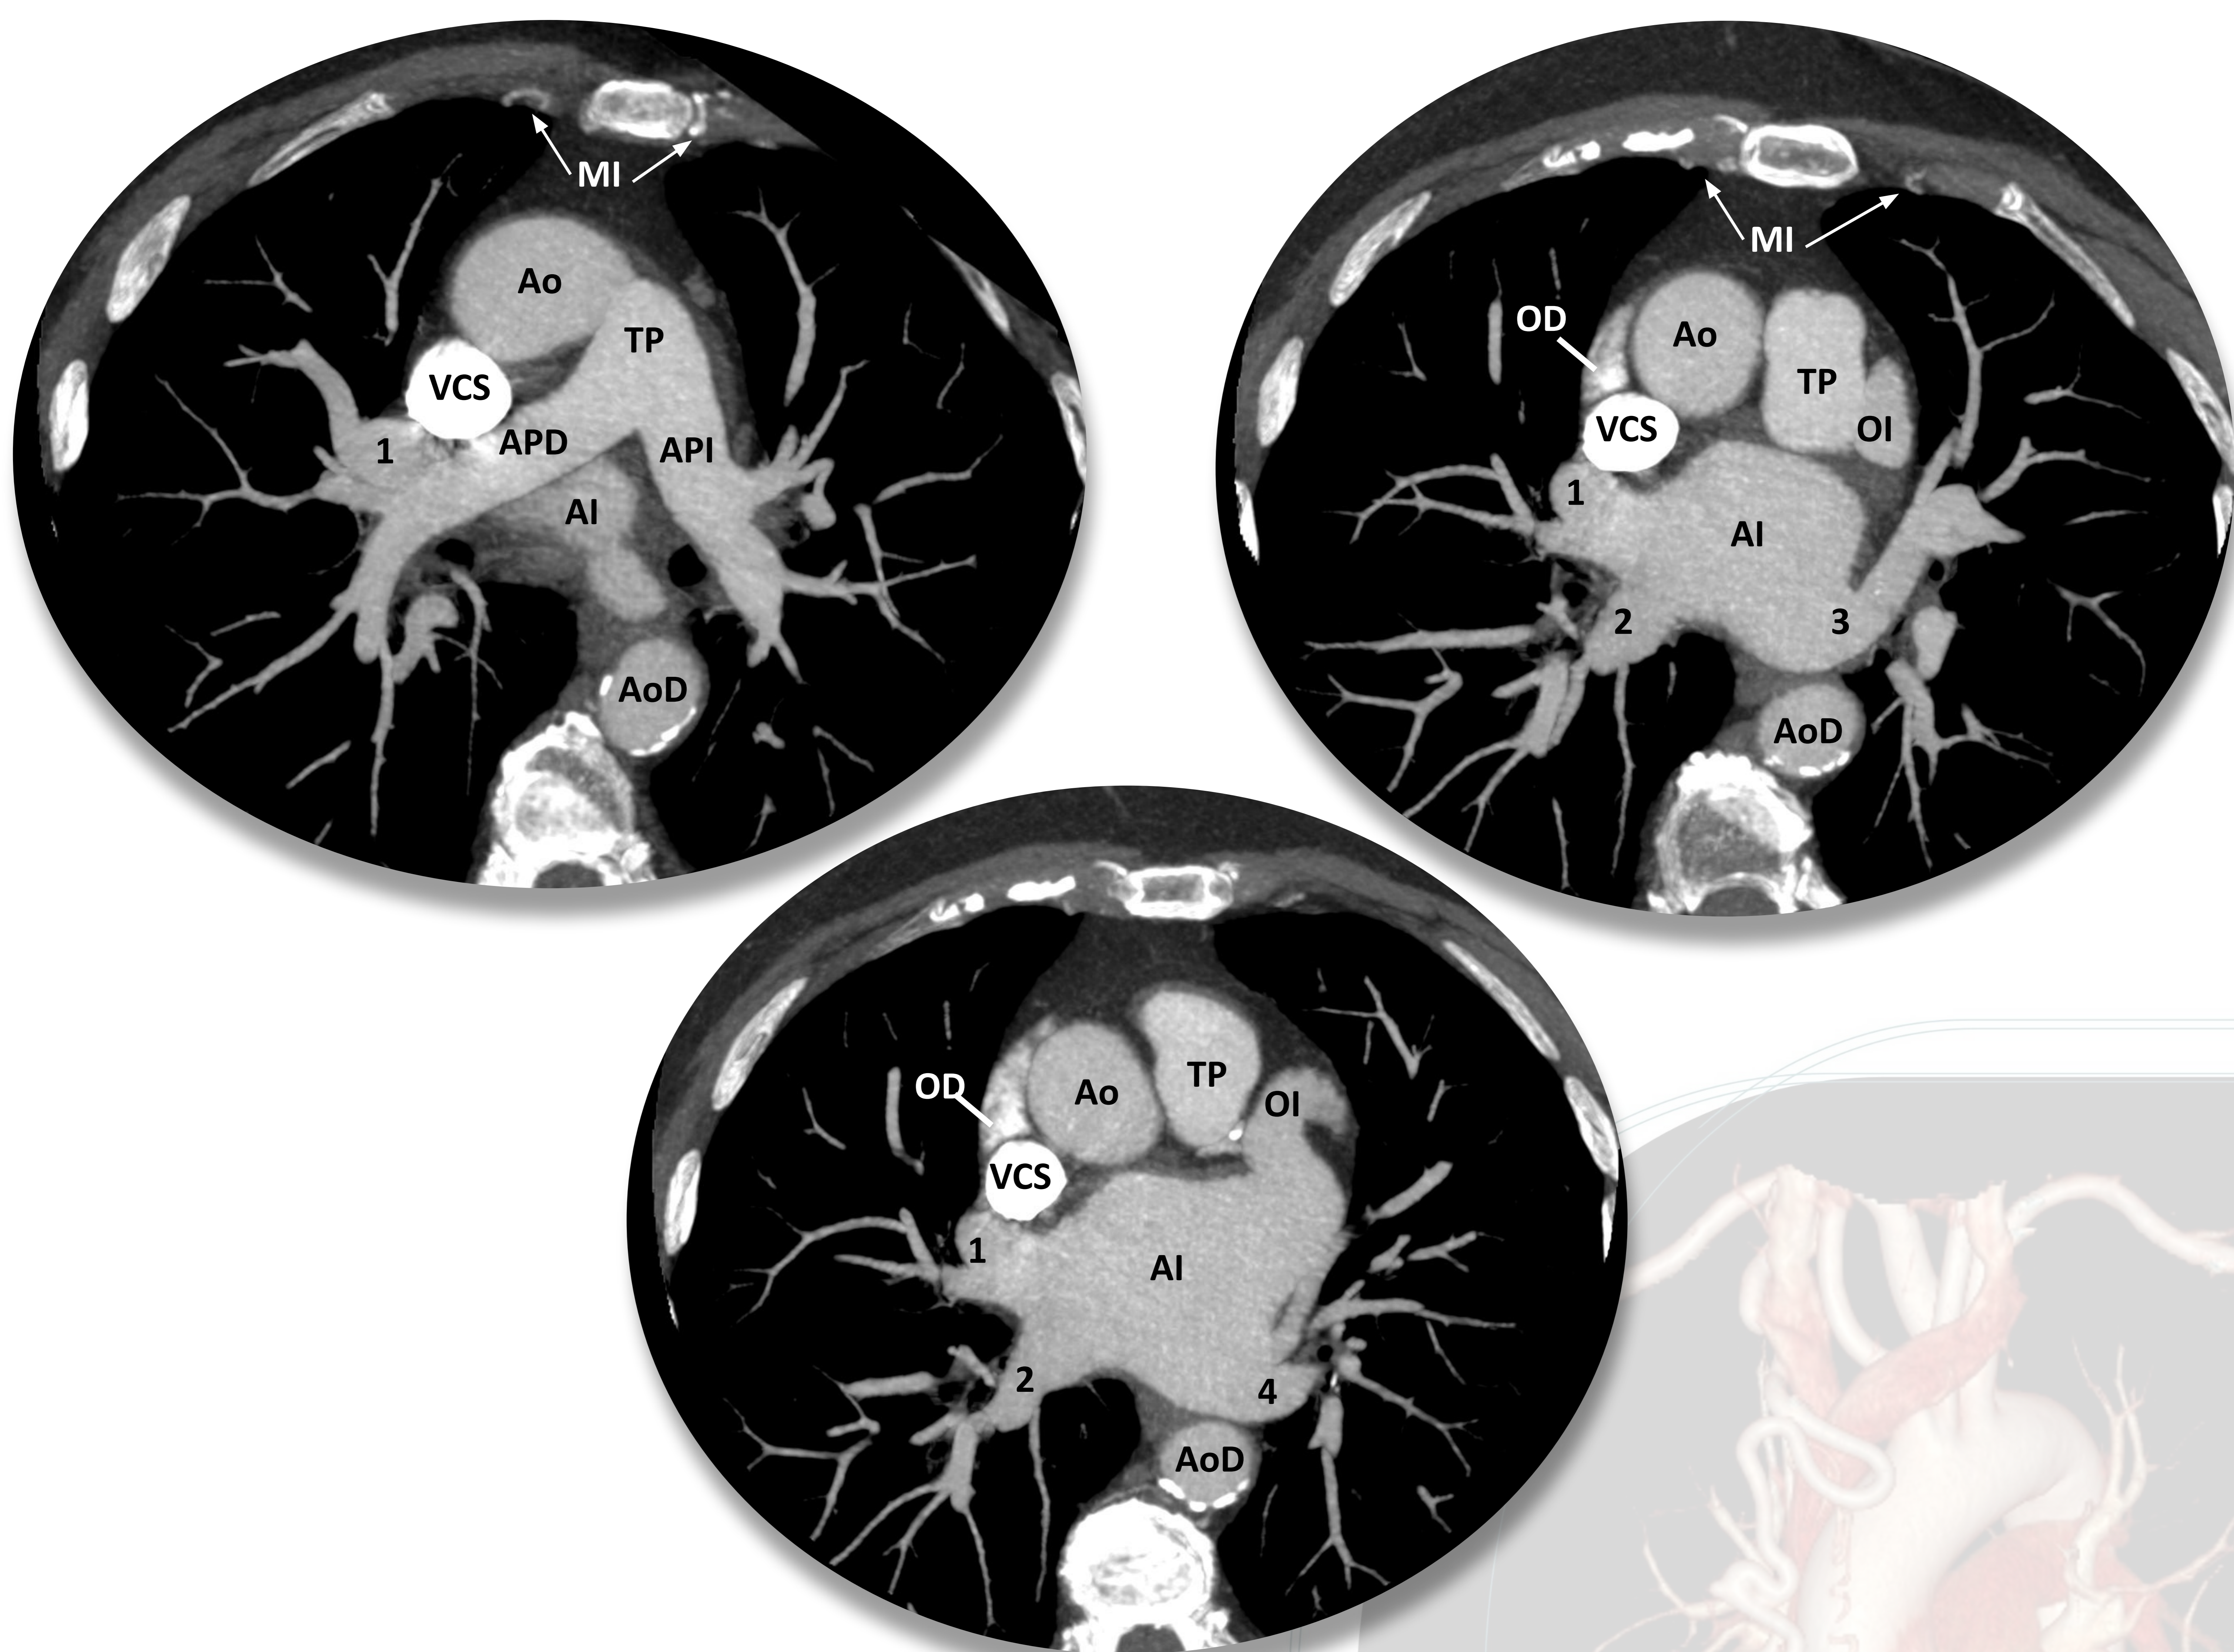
Circulación pulmonar. TC de venas pulmonares en cortes axiales con ventana de mediastino y MIP. TP: Tronco de la arteria pulmonar. API: Arteria pulmonar izquierda. APD: Arteria pulmonar derecha. AI: Aurícula izquierda. 1: Vena pulmonar superior derecha. 2: Vena pulmonar inferior derecha. 3: Vena pulmonar superior izquierda. 4: Vena pulmonar inferior izquierda. Ao: Aorta ascendente. AoD: Aorta torácica descendente. VCS: Vena cava superior. OI: Orejuela izquierda. OD: Orejuela derecha. MI: Arteria mamaria interna.
